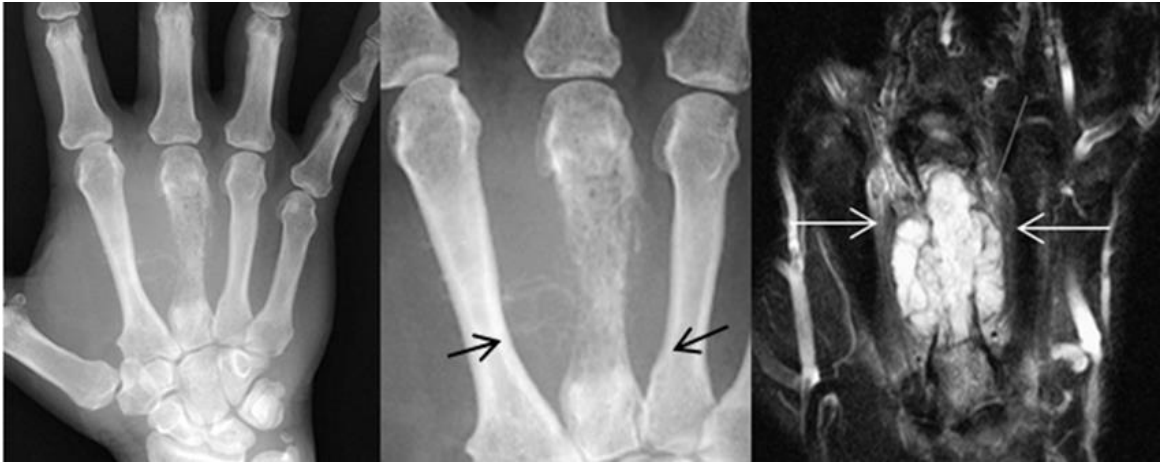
Рентгенограма в прямій проекції (+ збільшений фрагмент) і МРТ T233 F/sat у фронтальній площині. Періостальна фібрোসаркома – навколо III п'ястної кістки визначається муфтоподібне ущільнення м'яких тканин, що викликає часткову узурацію коркового шару у прилеглих діафізарних відділах II і IV кісток (чорні стрілки). Кортикальний шар III п'ястної кістки нерівномірно зруйнован з вираженою реакцією окістя – по внутрішній поверхні має місце спікулоподібний періостоз, а по зовнішній, переважно, лінійного характеру. При цьому по всьому діаметру ураженої кістки визначається множинна дрібновогнищева деструкція. При МРТ візуалізується потовщене, відшароване окістя (стрілки) і інфільтрація кісткового мозку.
